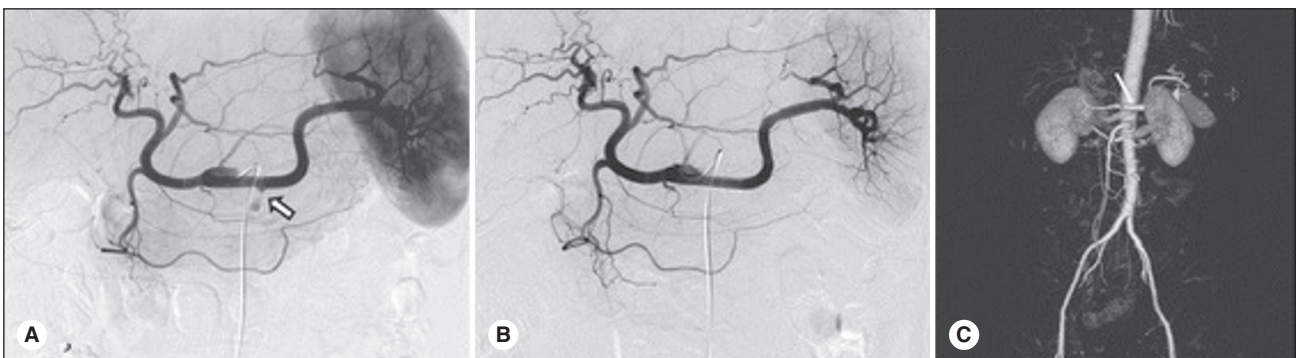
Ангіографія та ендоваскулярне лікування: А. При ангіографії селезінкової артерії виявлена 5-мм мішкоподібна аневризма селезінкової артерії (стрілка). В. Аневризма селезінкової артерії після імплантації 28-мм Jostent. С. На КТ-ангіографії, отриманій через 10 днів після процедури, аневризма селезінкової артерії була повністю виключена (стент, стрілка) ([45], ліцензія 4.0 CC BY-NC-ND)
